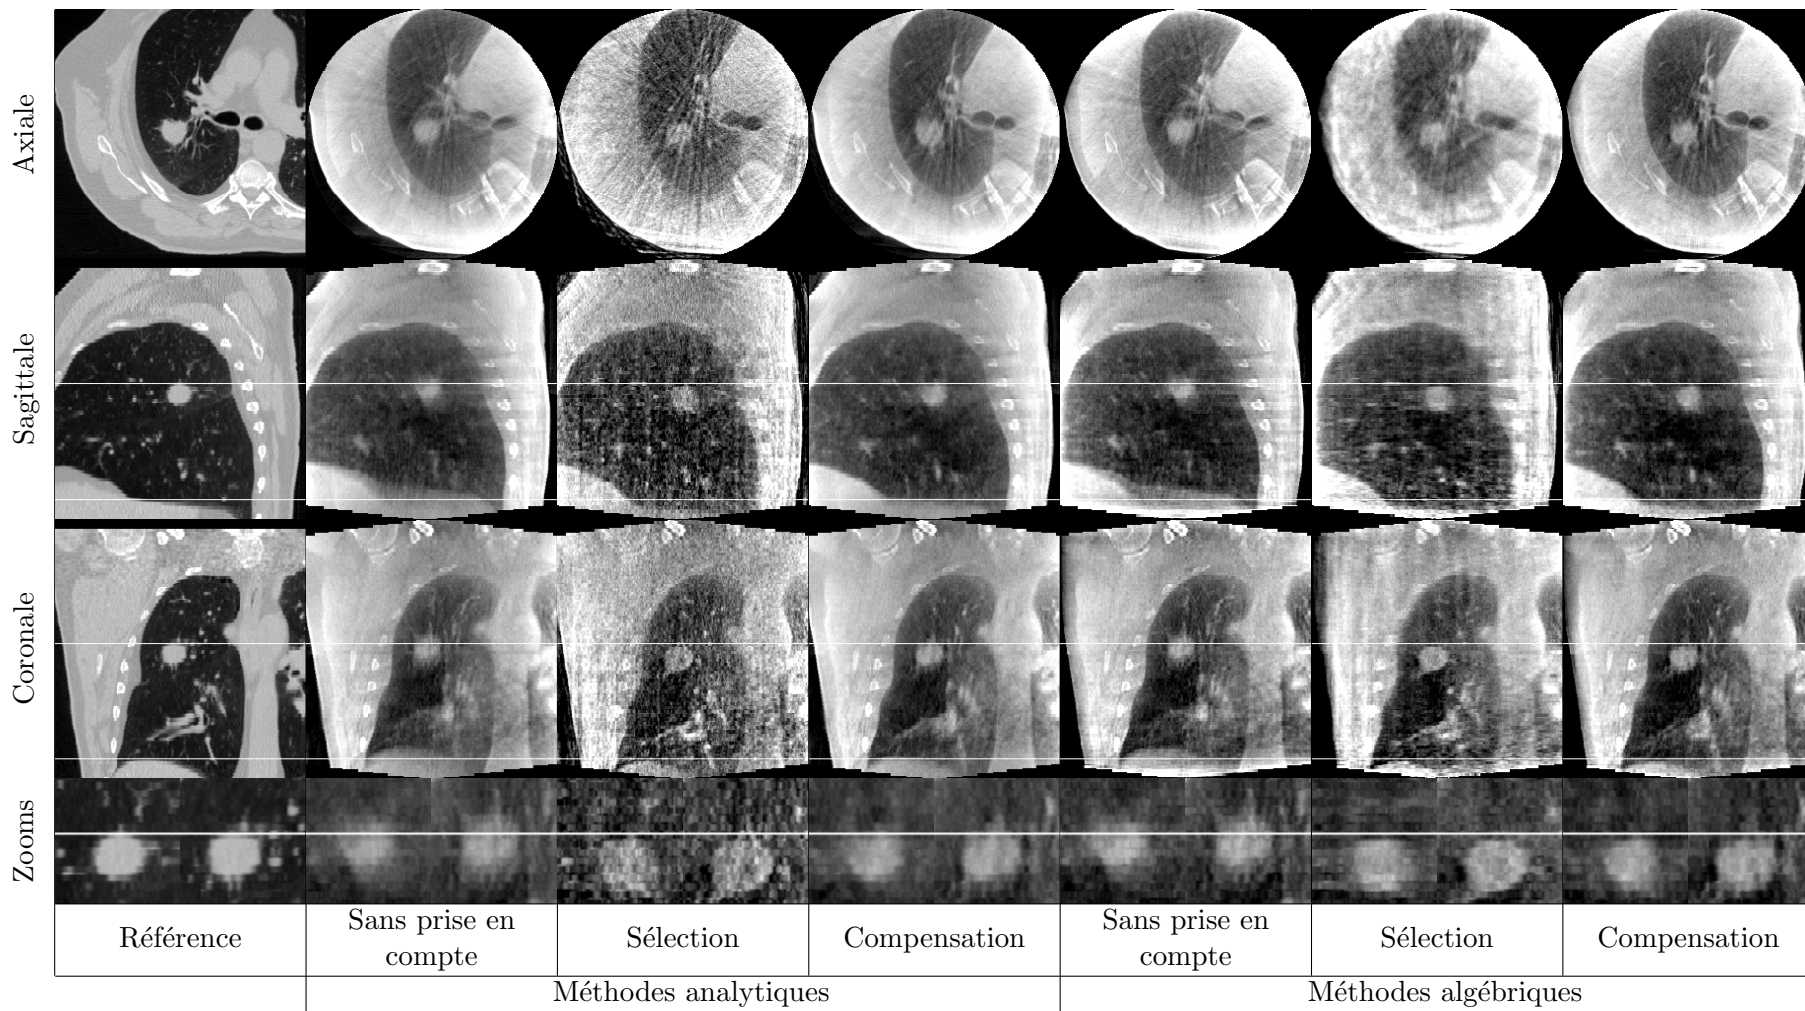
Coupes à l'isocentre des images TDM reconstruites en fin d'inspiration par différentes méthodes à partir des projections réelles acquises sur patient. La référence est extraite de l'image TDM 4D acquise sur un scanner conventionnel. Les zooms sont réalisés sur la tumeur sur les coupes sagittales (gauche) et coronales (droite).
